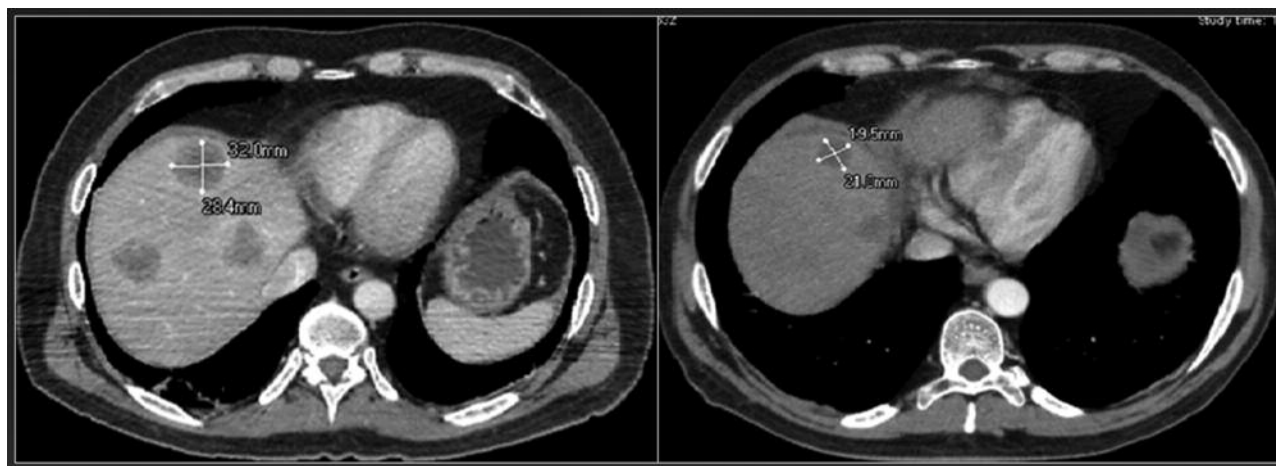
Усиленные аксиальные КТ. Мтс колоректального рака. Левая томограмма – до лечения наибольший очаг размерами 32х28 мм. Правая томограмма – через 6 мес. после лечения (РХЛ) уменьшение размеров очага до 21х19 мм
